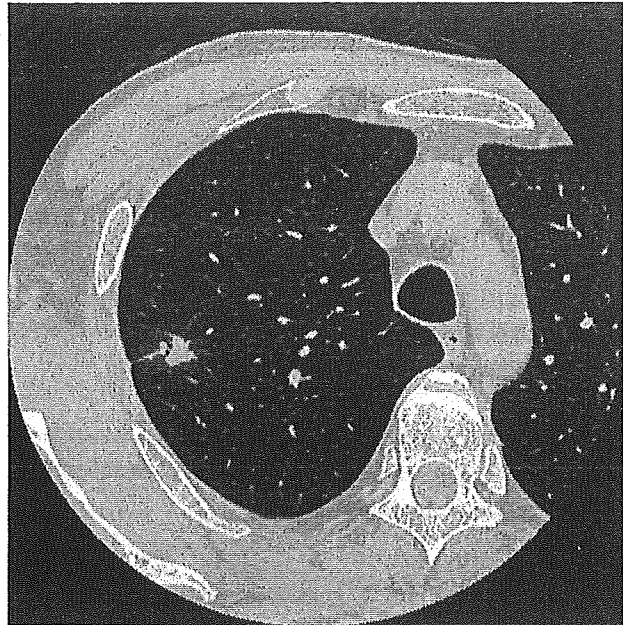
胸部薄切CT上halo patternを呈する小型肺腺がん
